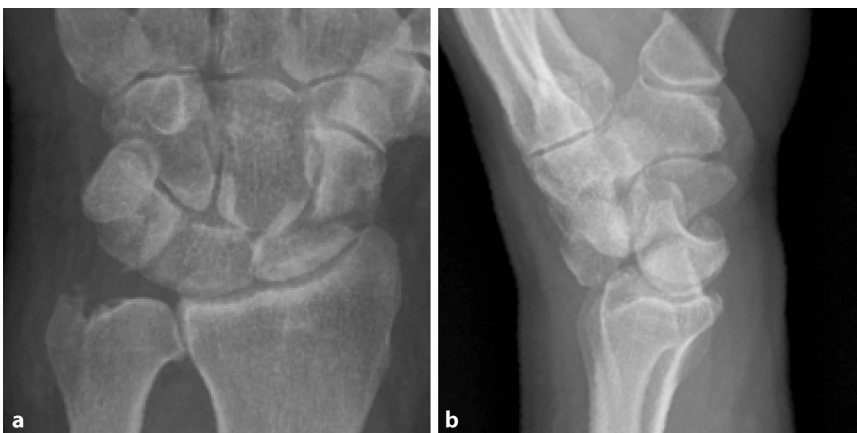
▲ Halsfraktur des Os scaphoideum mit perilunärer Luxation, a.-p. (a) und seitliches (b) Röntgenbild, perilunäre Luxation mit Palmardislokation des Os lunatum und Halsfraktur des Os scaphoideum
